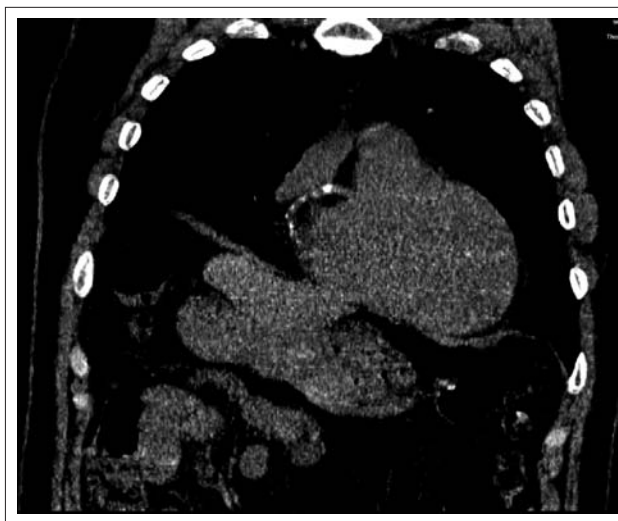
Компьютерная томограмма пациента Ч., 61 года. Фронтальная реконструкция. Кардиомегалия, кальцинаты в проекции коронарных артерий. На томограммах определяется увеличение размеров сердца, множественные кальцинаты по ходу правой коронарной артерии
